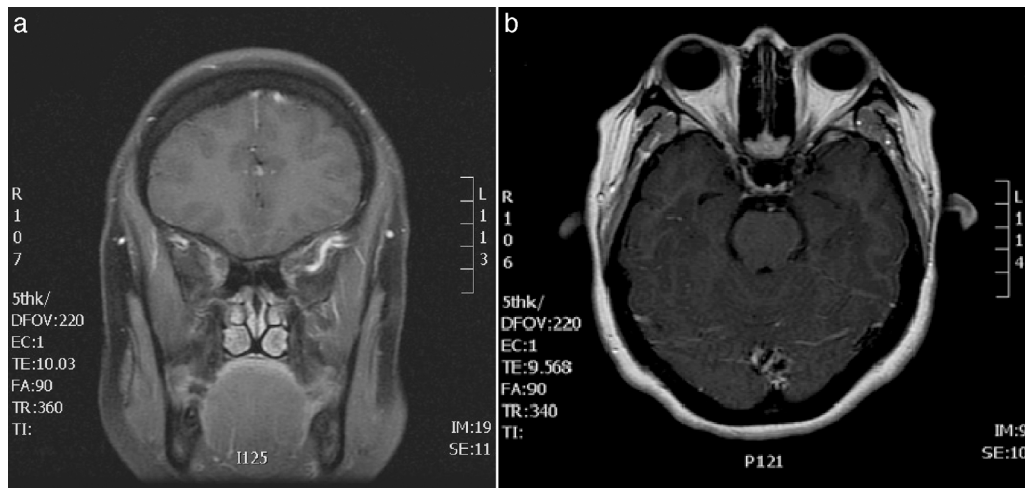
A) RM cerebral, secuencia T1 coronal con gadolinio. Se observa alteración de la señal en el seno cavernoso derecho. B) RM cerebral y de órbitas. Secuencia T1 axial con gadolinio. Se observa realce asimétrico del ápex orbitario y pared lateral del seno cavernoso derecho.
